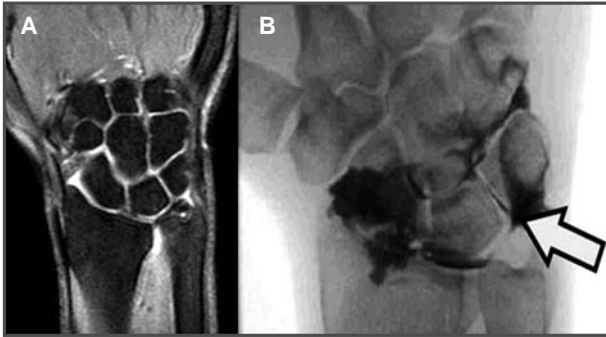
Imágenes de RM y artrografía. 1B. RM: sin hallazgos significativos. Artrografía: fuga a través del ligamento lunopiramidal hacia el espacio mediocarpiano.
